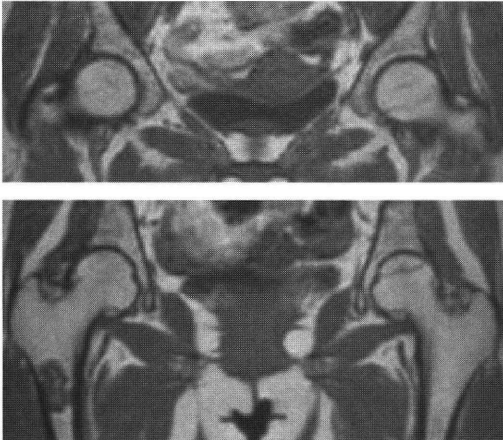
当科初診時(1995年10月). 両股MRI(T1強調像)
